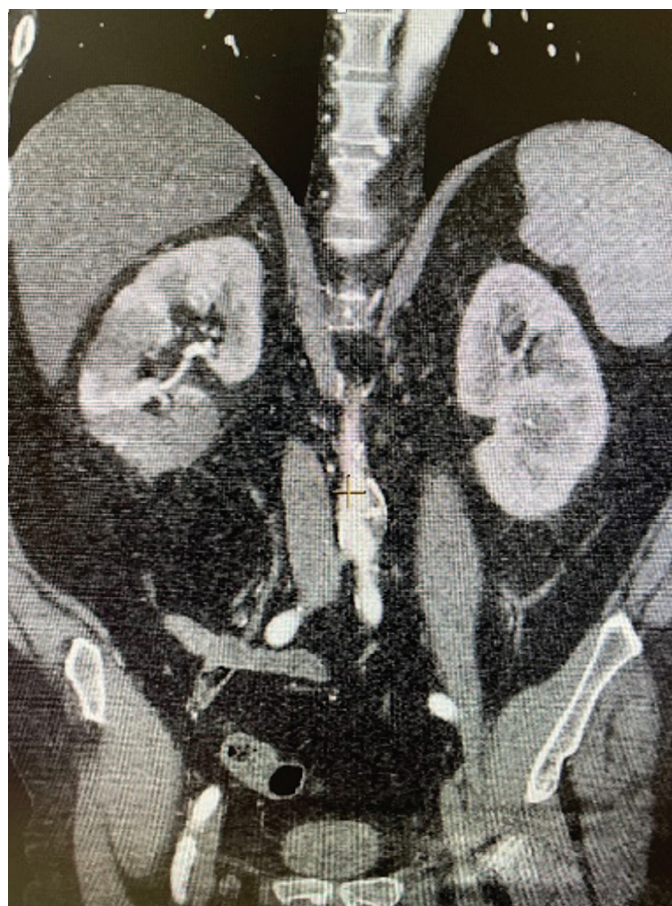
КТ почек с контрастированием на 2 сутки после начала заболевания
